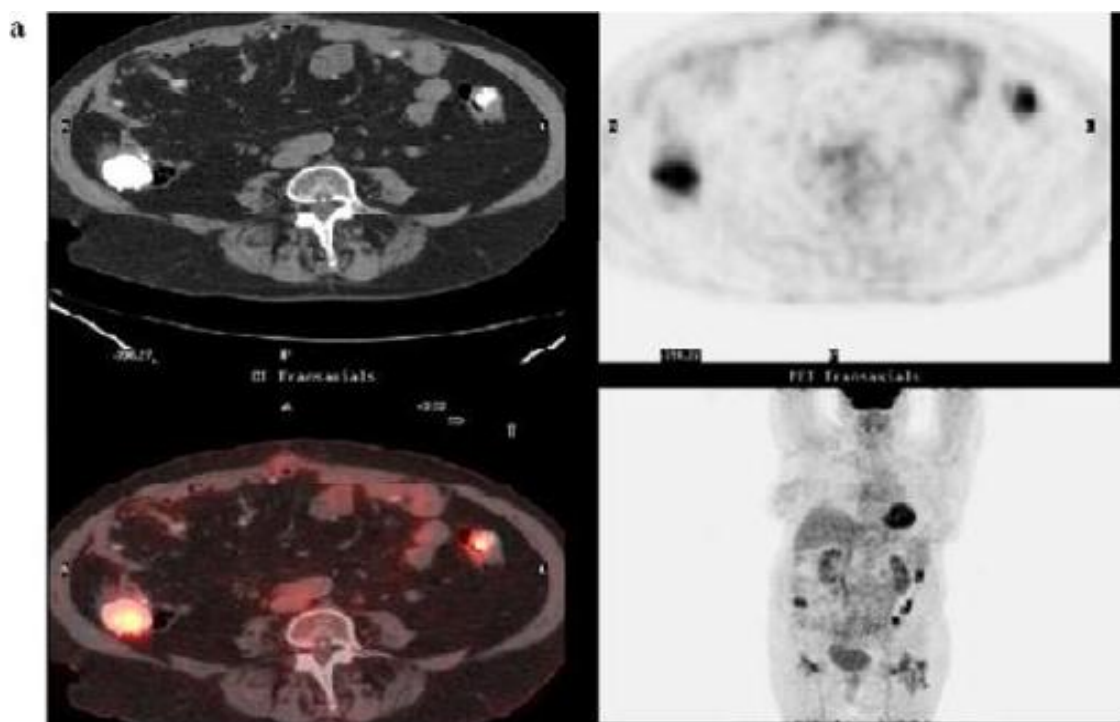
TEP au 18- FDG :
